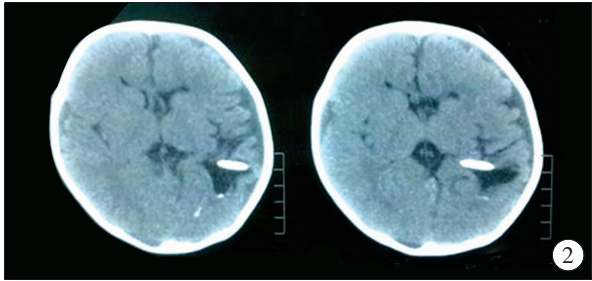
25 d 脑积水患儿术后 1 年 CT 片
